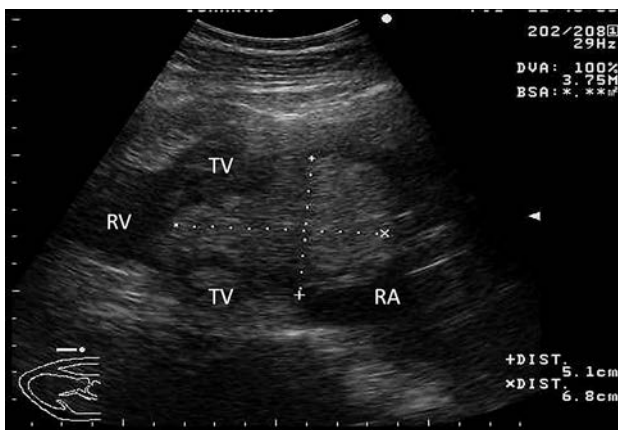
心エコー検査では右心房内に三尖弁から連続する51×68 mm 大の高エコー占拠性病変(点線)が観察された。RA: 右心房、RV: 右心室、TV: 三尖弁。
